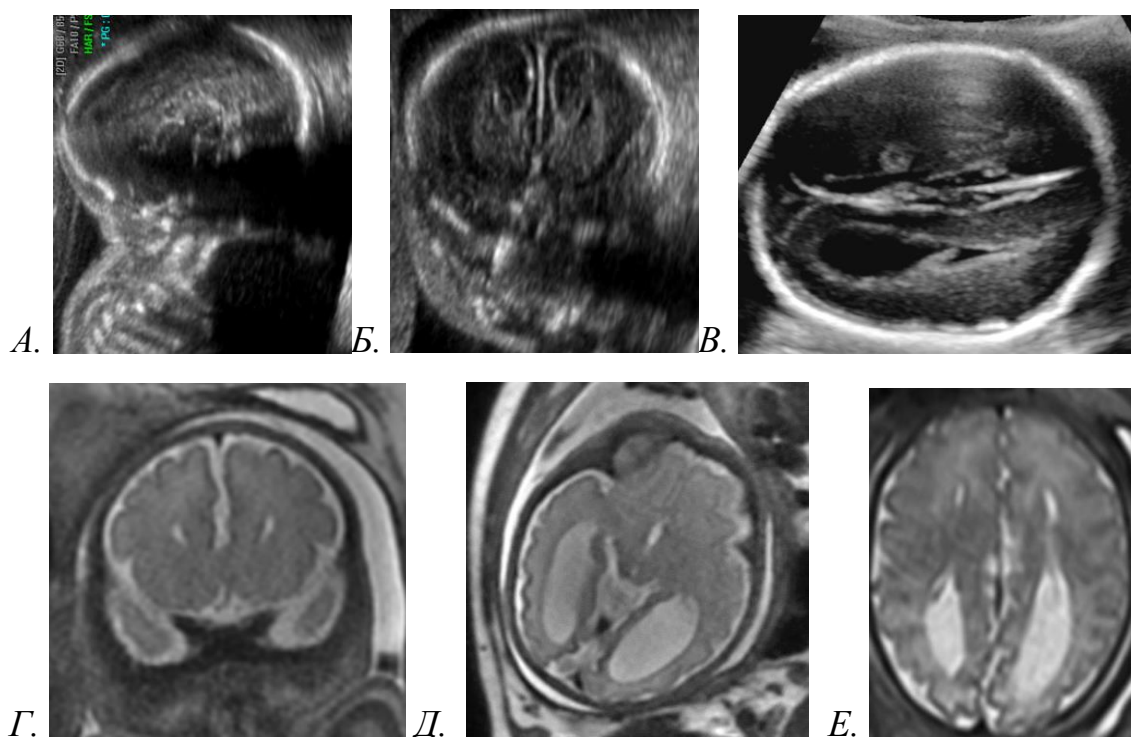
Клинический случай подтверждения АМТ головного мозга плода с помощью МРТ. А, Б, В - УЗИ головного мозга плода, предполагается наличие АМТ, сагиттальная плоскость (А), корональная плоскость (Б), аксиальная плоскость, кольцецефалия (В). Г, Д, Е - структурная МРТ головного мозга плода, наличие АМТ подтверждено: мозолистое тело не визуализируется (корональная плоскость, Г), определяется кольцецефалия (аксиальная плоскость, Д), ланцетовидная форма боковых желудочков, их параллельность (аксиальная плоскость, Е).
